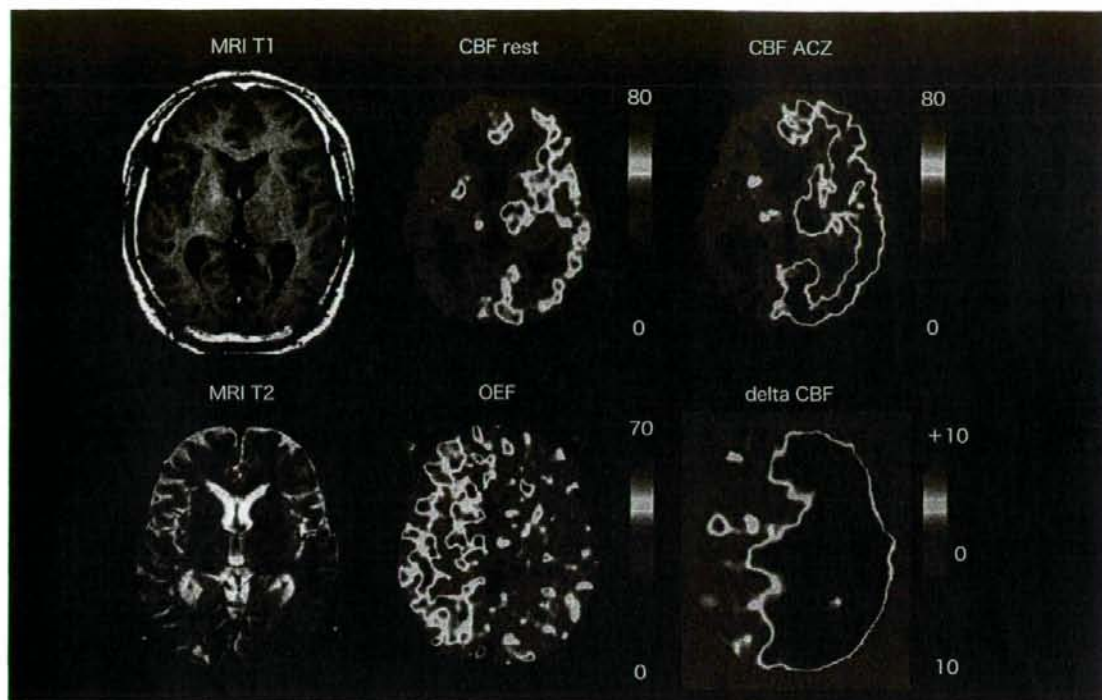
$^{15}\text{O}$ -ガス PET による脳虚血の診断
